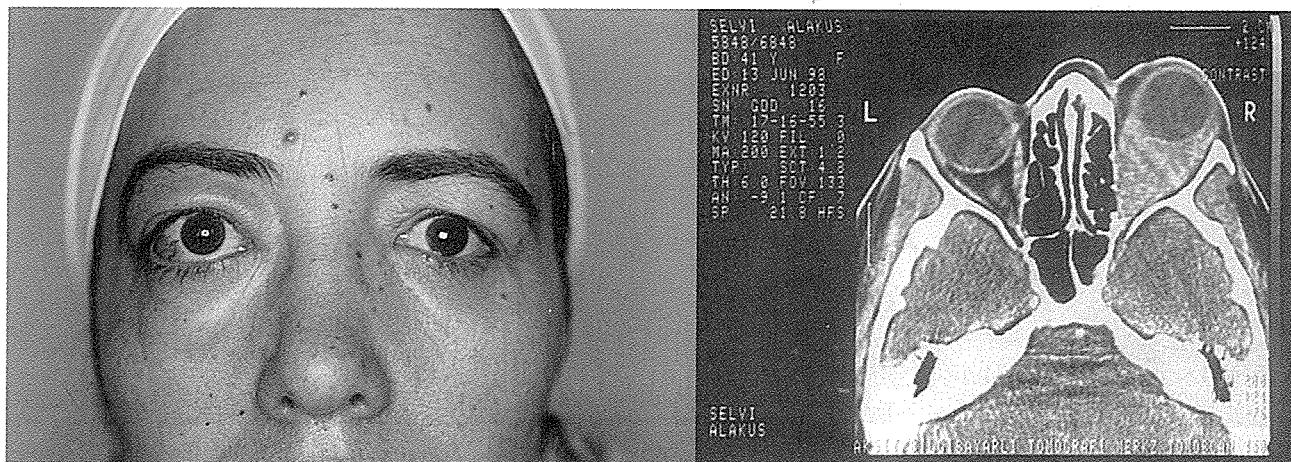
Ekstra oküler kaslarda genişleme ve proptozis mevcut olan tiroid orbitopatili olgumuzun klinik fotoğrafı ve koronal CT'si izleniyor.
